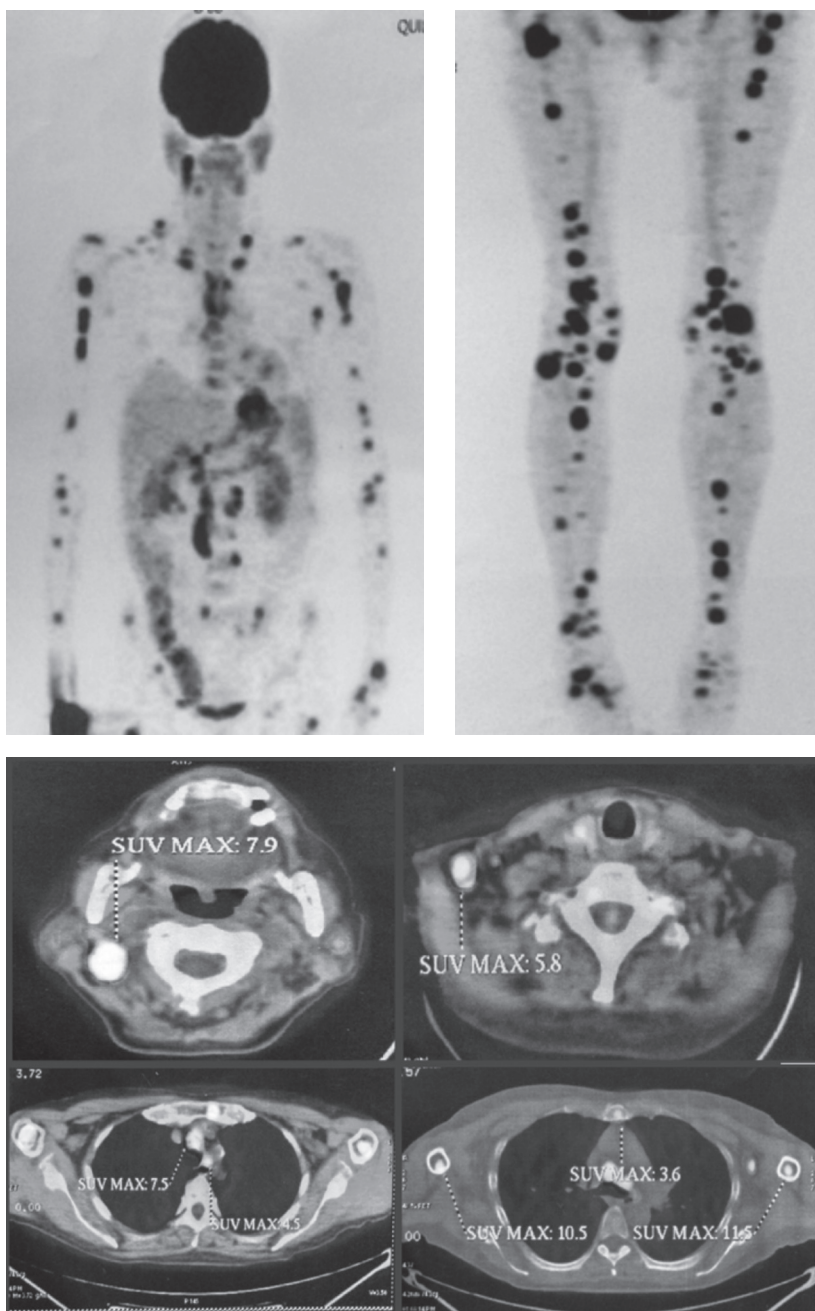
PET-TC corporal total
